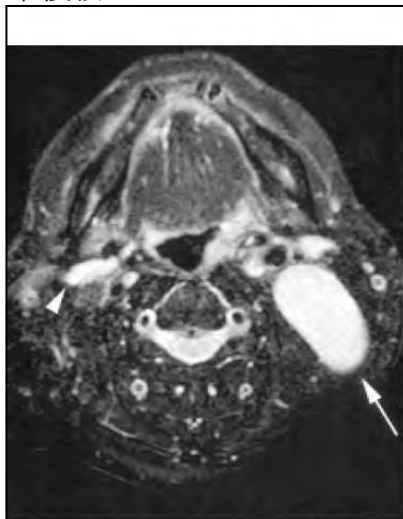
Neck metastasis presenting with significantly increased nodal size. The T2-weighted MRI shows an enlarged left level II metastatic node with an axial diameter substantially greater than 10 mm (arrow). Note the small, flattened, benign node in the right subgastric region (arrowhead) for comparison.
